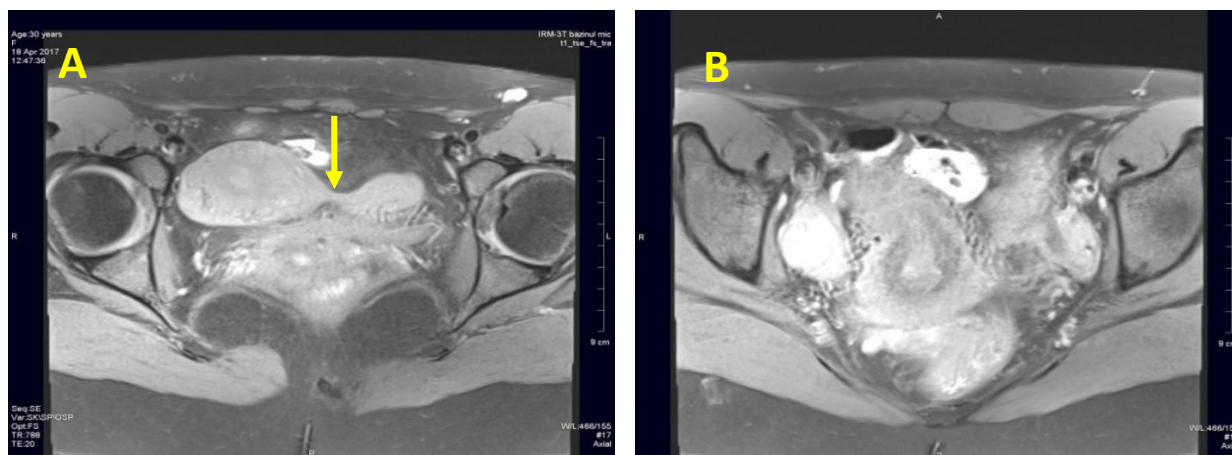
IRM, ponderație T1 în plan axial demonstrează uter unicorn laterolizat spre dreapta cu dimensiuni – 63x45x38mm (A) cu corn rudimentar cavitat noncomunicant pe stânga (B), dimensiuni – 31x24x18mm. Cordon fibros (→) care unește uterul unicorn și cornul rudimentar
